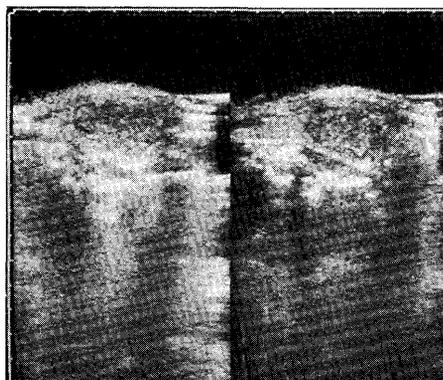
Ultrasonography shows solid nodule of right thyroid gland with hypoechoic halo suggesting a capsula. Calcification is not observed.
